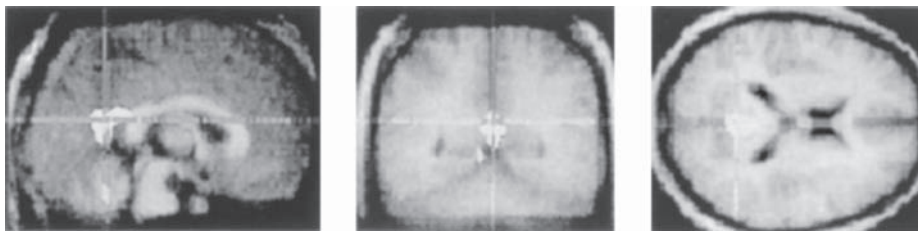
Estudio de resonancia magnética funcional que muestra activación de la región de la circunvolución cingulada posterior (incluida la corteza retrosplenial) en la evaluación de la familiaridad de una persona (rostros o voces). (Reproducida con autorización de Shah *et al.*, 2001.)
